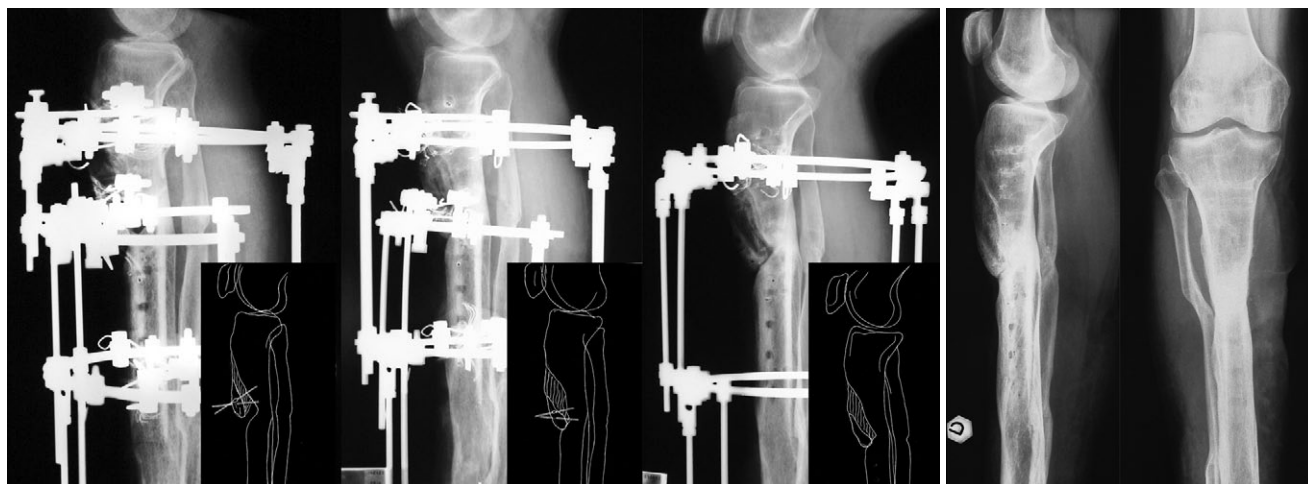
X-ray showing the fragment fixed with two 1.8 mm olive K-wires and connected to a 5/8 ring. Different stages of progressive distraction of the fragment are explained by some sketches. Note regenerate remodeling at 8 months follow-up
